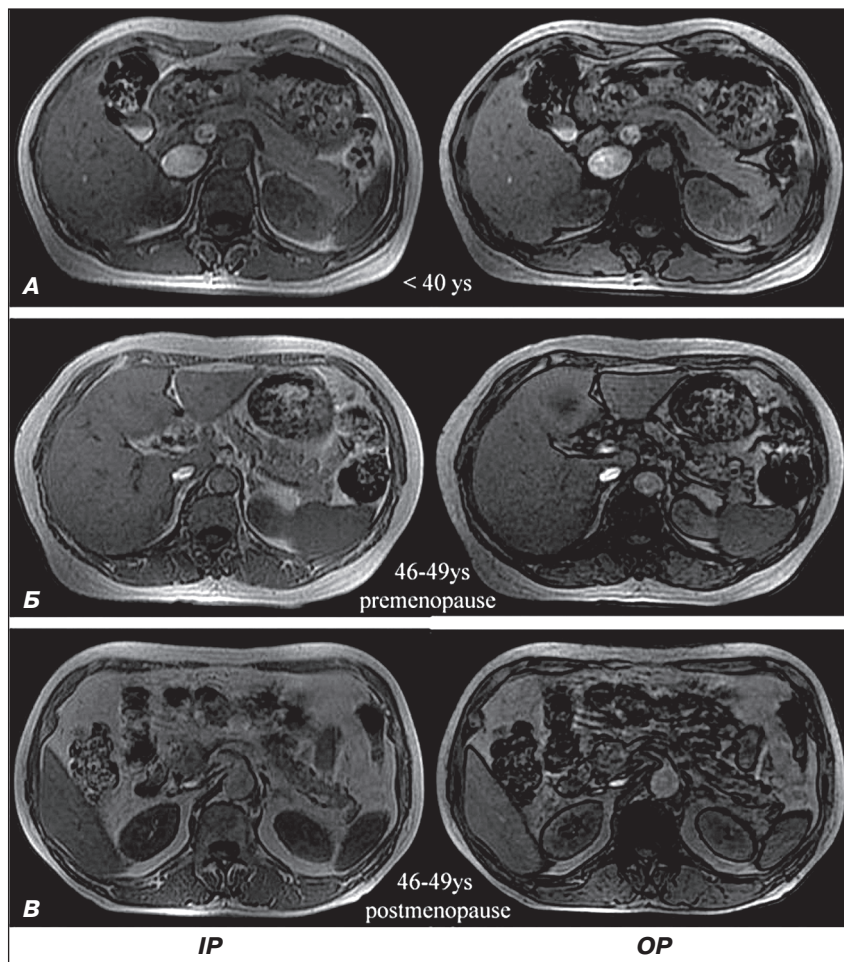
МРТ ОЧП здорових волонтерів з демонстрацією проявів панкреатичного стеатозу [Yang W. et al., 2019]: А — пацієнти віком менше 40 років; Б — жінки віком 46–49 років у пременопаузі; В — жінки віком 46–49 років у постменопаузі
